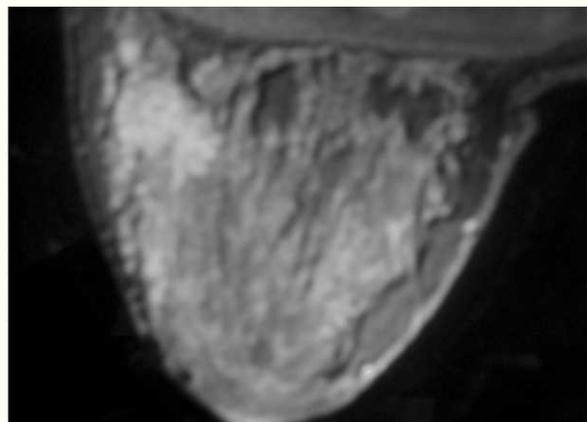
Resonancia magnética. Lesión de 2,7 cm, dentro de la cual se visualizan pequeños quistes y zonas de captación focal con realce moderado y progresivo.
